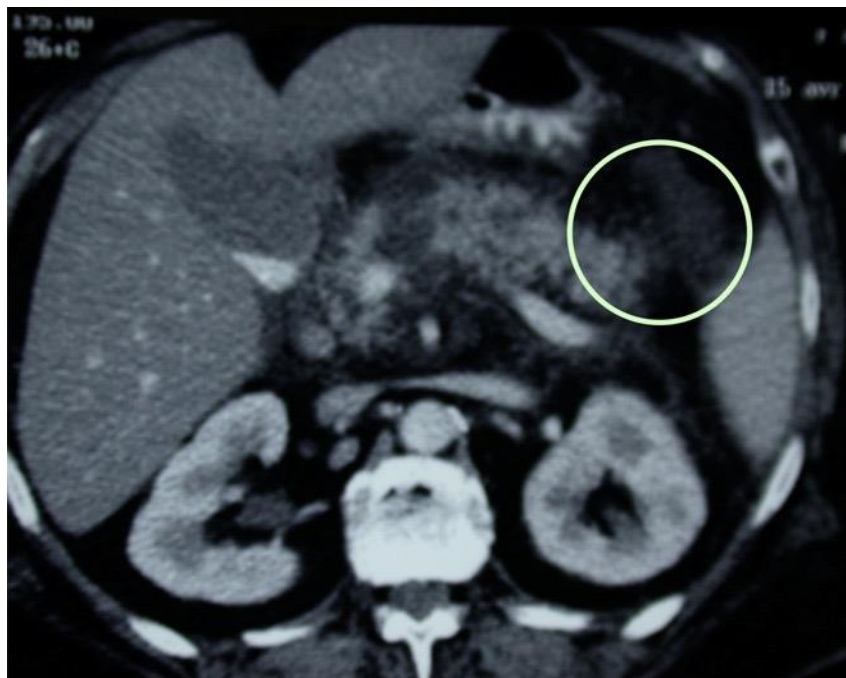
Classification Balthazar au TDM : Stade C : densification de la graisse péripancréatique.
